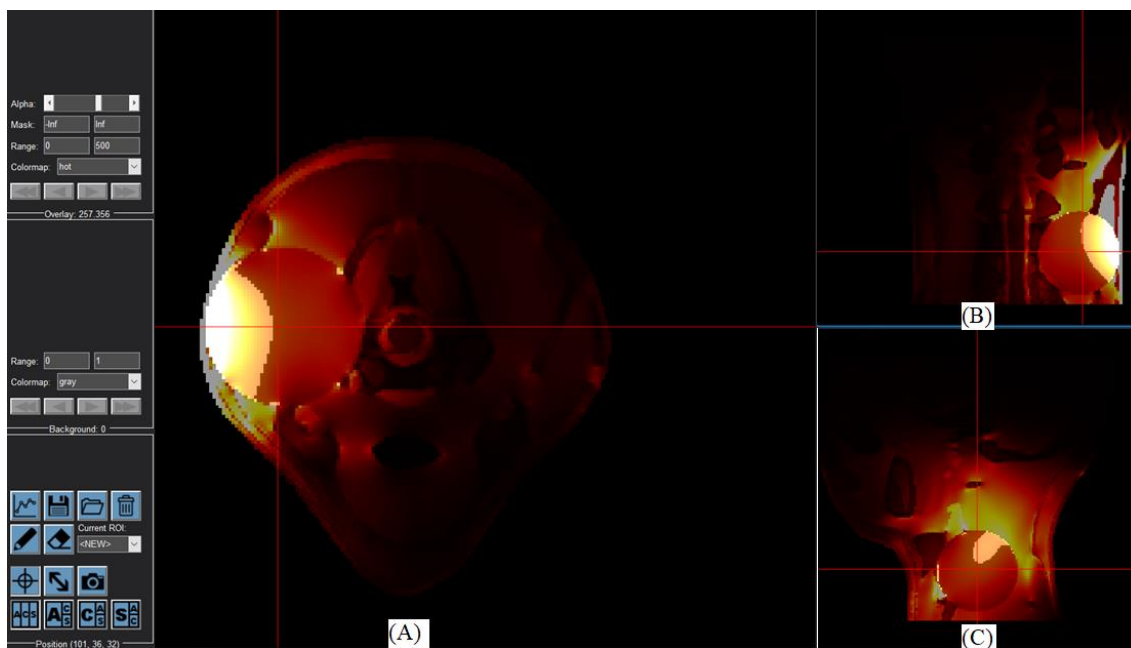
TC₂₅ pro poloměr cíle 25 mm při použití dvou aplikátorů transverzální řez (A), frontální řez (B), mediální řez (C)
